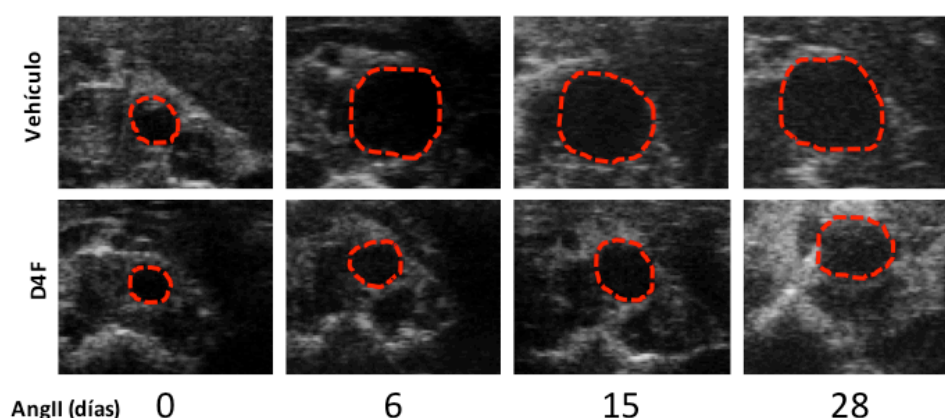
Efecto del péptido mimético D4F en el desarrollo del AAA en ratones ApoE $-/-$ infundidos con AngII. Imágenes de la valoración mediante ultrasonidos de las secciones de la aorta durante la progresión aneurismática (0, 6, 15 y 28 días desde la infusión de AngII) en ratones tratados con el péptido D4F y con salino.
